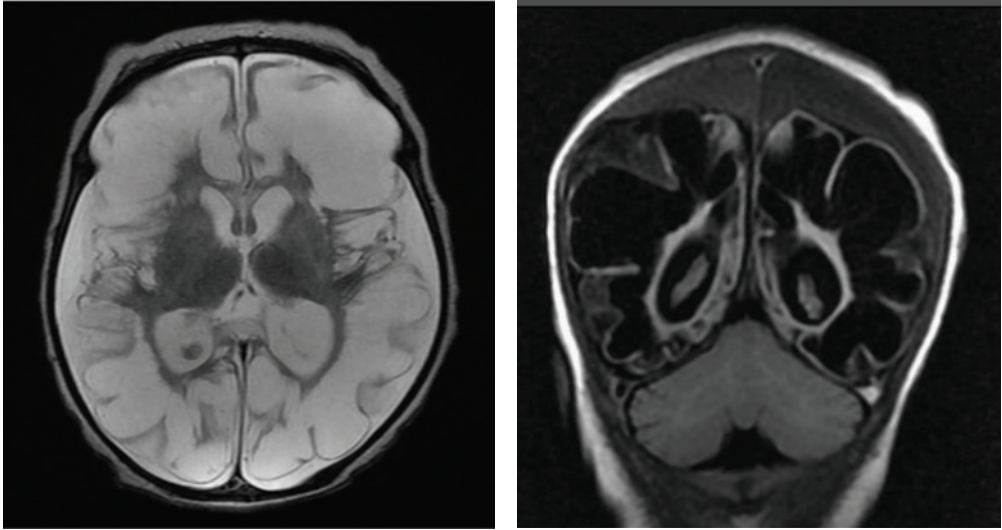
На МР-томограммах мультикистозная трансформация вещества головного мозга в исходе глубокого и обширного ГИП, вовлекающего практически всю паренхиму головного мозга.
